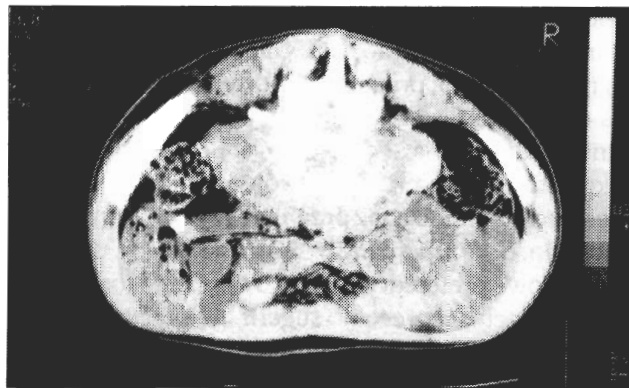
TAC da coluna lombar, que demonstra grande destruição do corpo vertebral de L4 e abscesso peri-vertebral acompanhante
